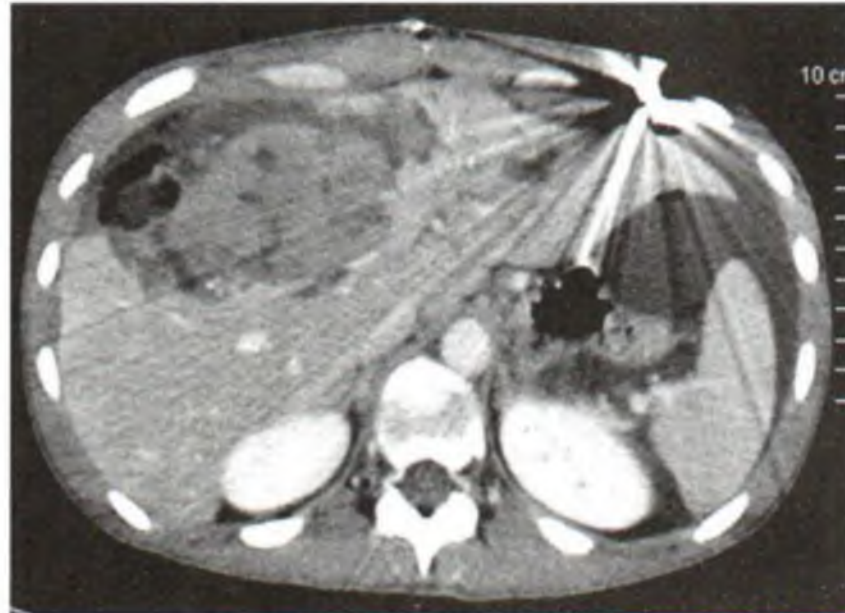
TDM avec injection de produit de contraste montrant une contusion hépatique du secteur latéral sans dévascularisation
